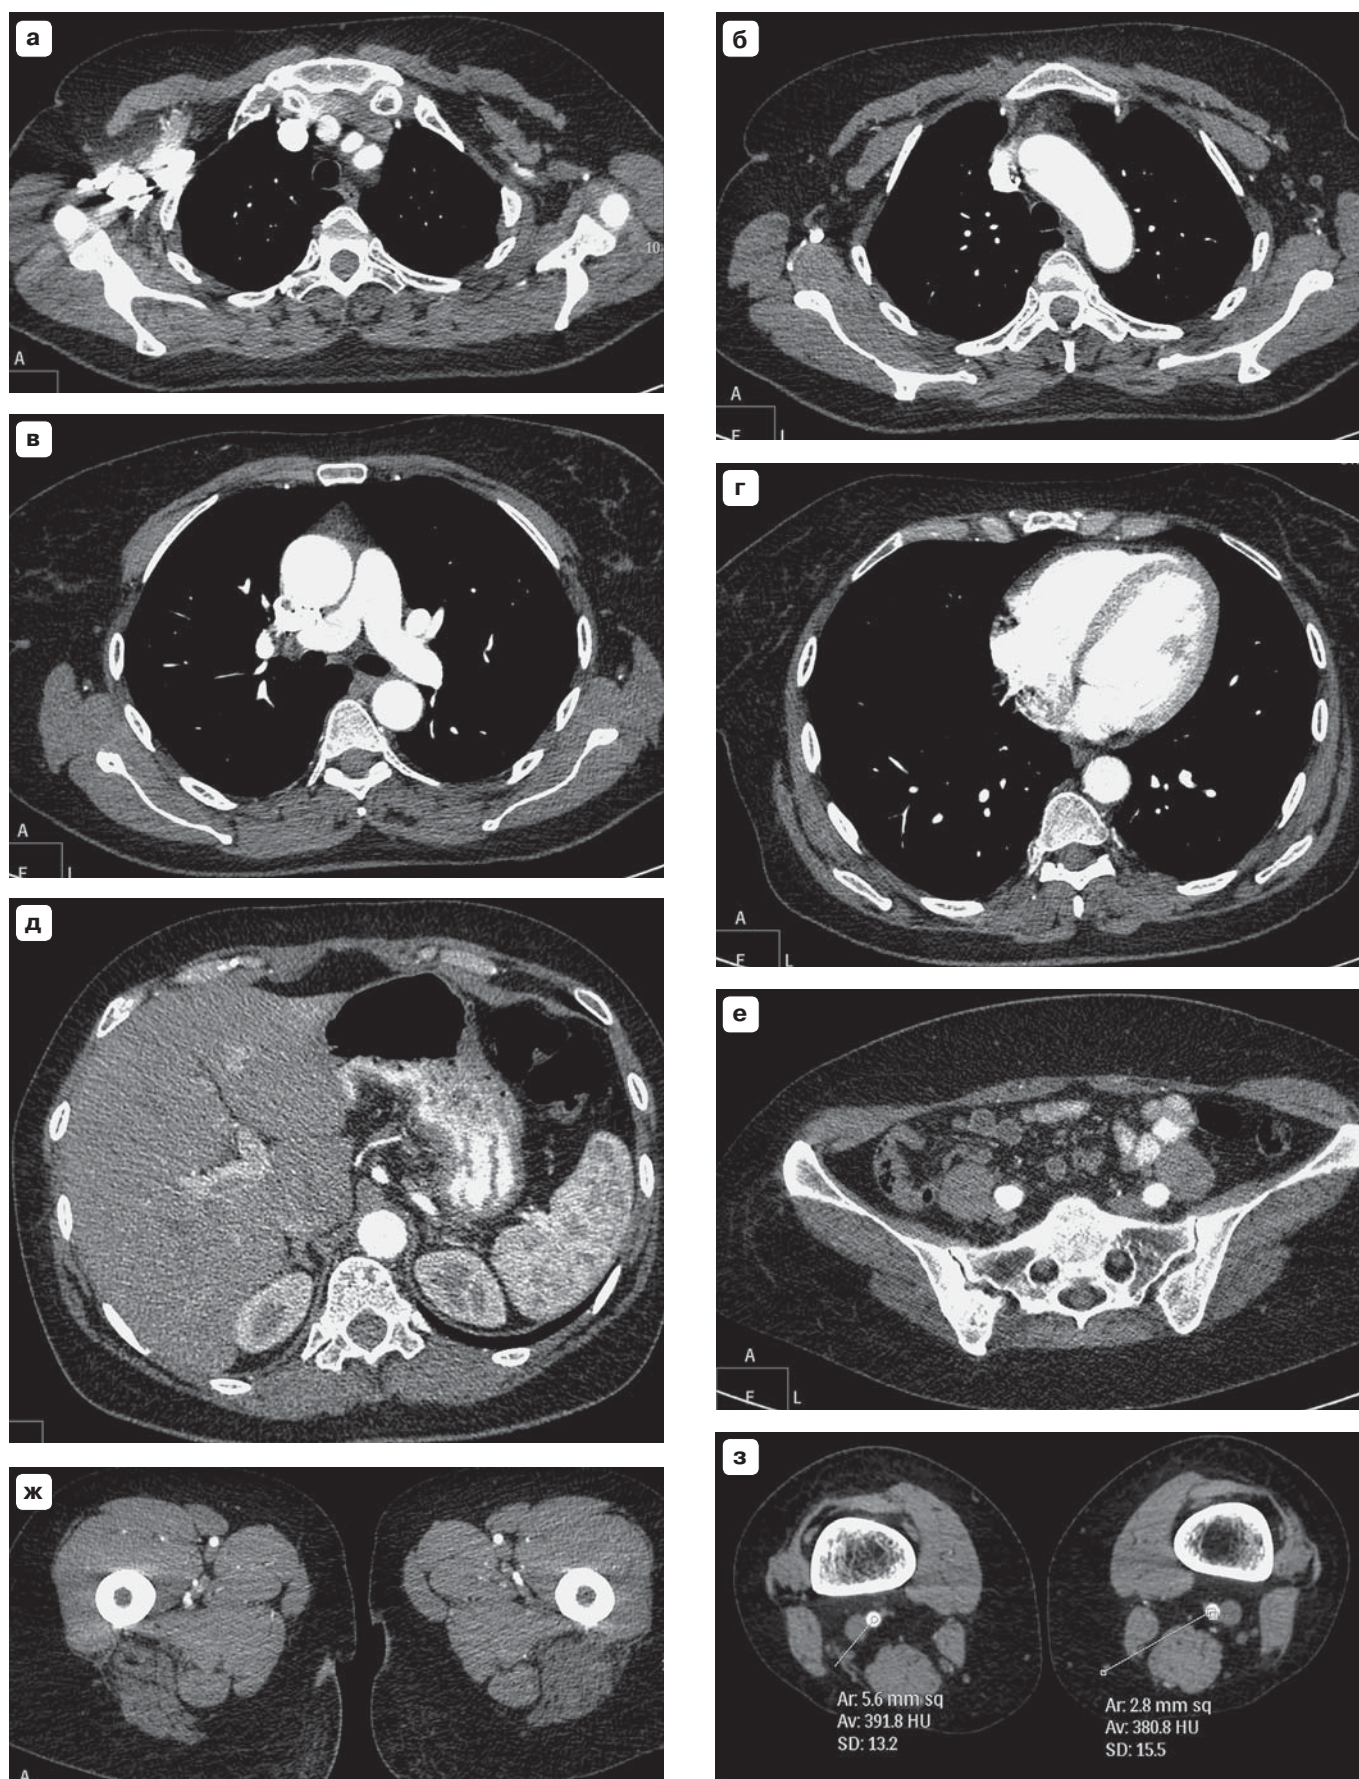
5.12. Оптимальная задержка при МСКТ-сканировании всего тела.
